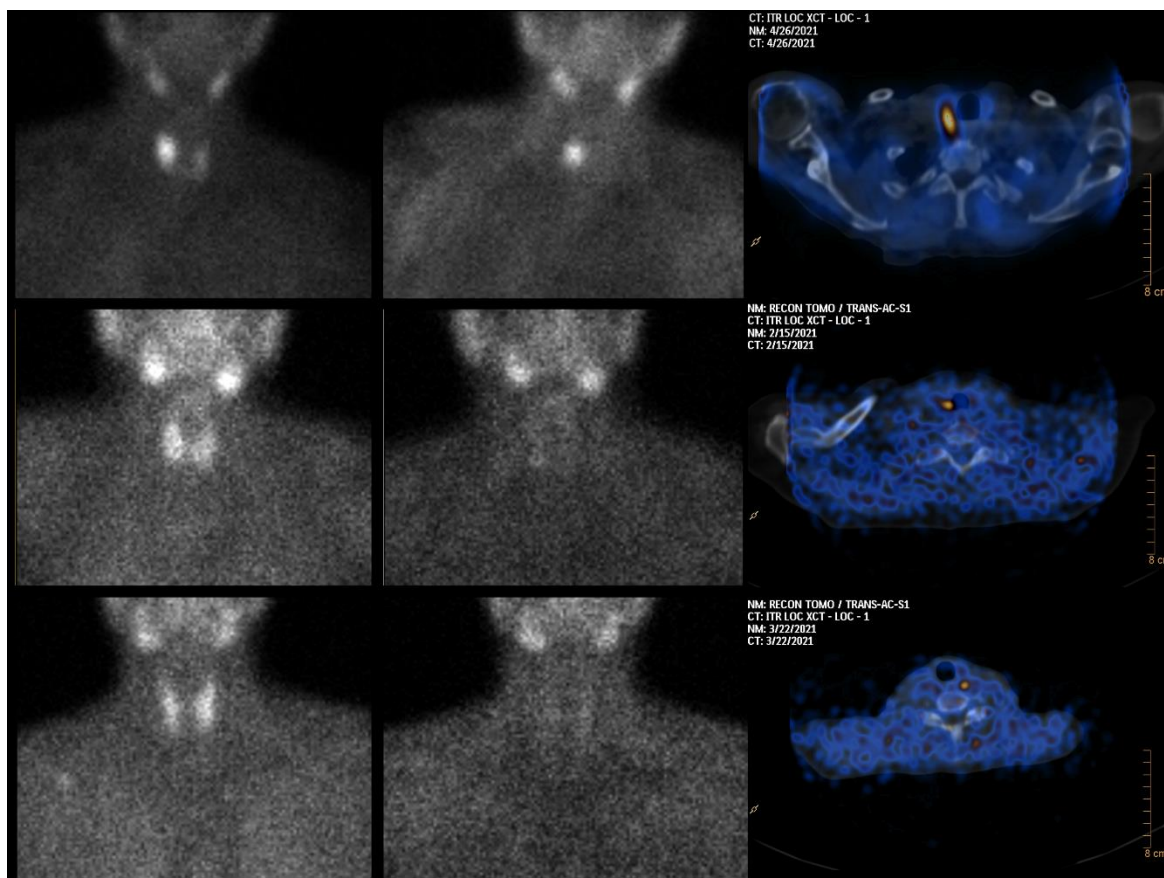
Наиболее типичные результаты планарной скintiграфии и ОЭКТ/КТ органов шеи у пациентов с ГПТ. А. Grade 2, достоверная визуализация аденомы правой верхней ПЩЖ с типичным (замедленным) клиренсом. Б. Grade 1, сомнительная визуализация аденомы правой нижней ПЩЖ по данным планарного исследования, во-видимому, в связи с ее малыми размерами. Образование четко визуализируется по данным ОЭКТ, по данным КТ имеет диаметр 7 мм. В. Grade 0, отсутствие визуализации аденомы левой верхней ПЩЖ в связи с ее малыми размерами. Образование четко визуализируется по данным ОЭКТ, по данным КТ имеет диаметр 5 мм.
